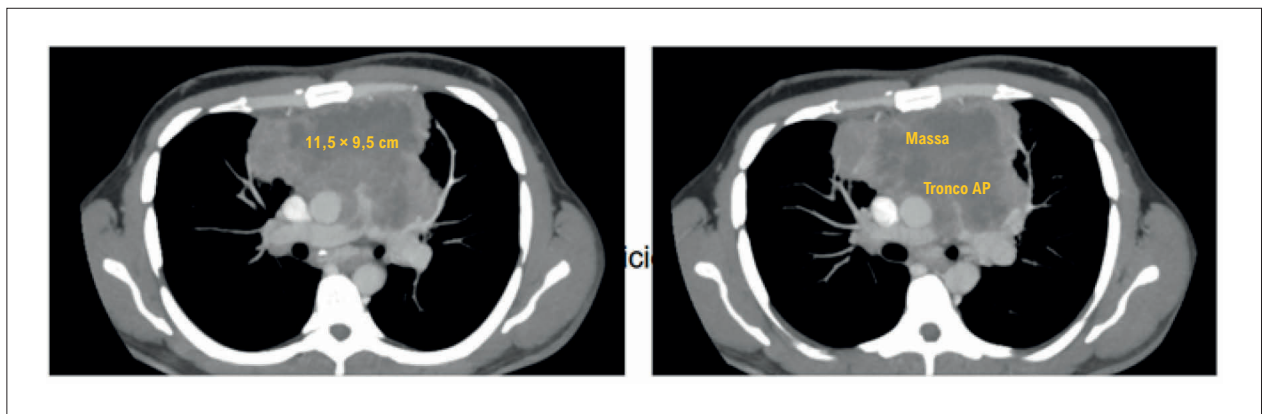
Angiotomografia de tórax evidenciando a massa mediastinal. AP: artéria pulmonar.
